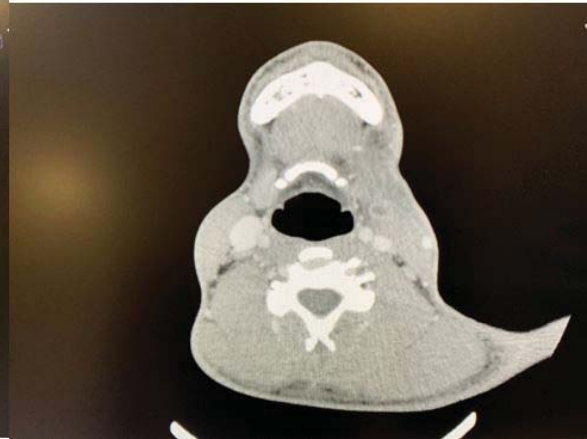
TAC cervicotorácico.
